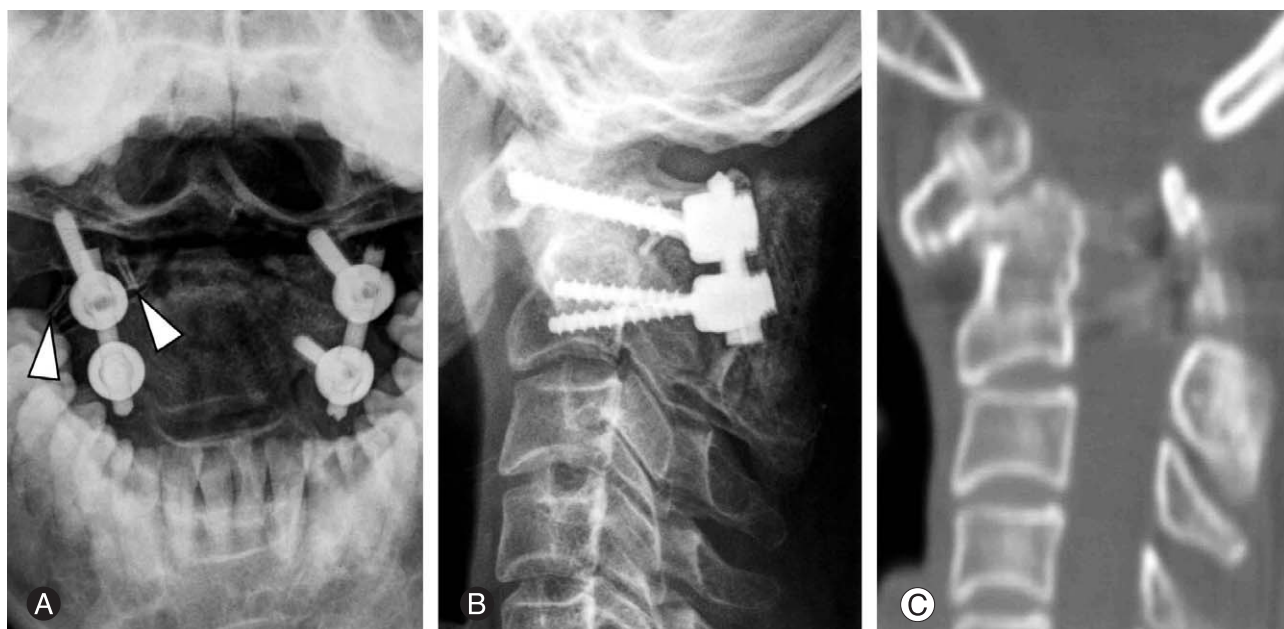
Postoperative radiographs and a CT scan image are shown. On the open mouth anteroposterior view (A), vascular clips (arrowheads) used for ligation of the aberrant branch of the duplicated vertebral artery are seen on the right side. On the lateral view (B), reduction of the atlantoaxial subluxation was incomplete. However, a CT scan image (C) shows satisfactory widening of the spinal canal.
